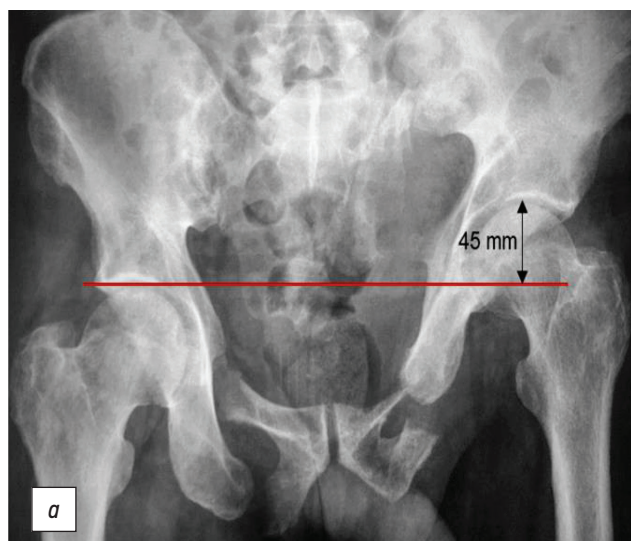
Обзорная рентгенография таза: *a* — до оперативного лечения; *b* — после позвоночно-тазовой фиксации с открытой репозицией левого гемипельвиса.
